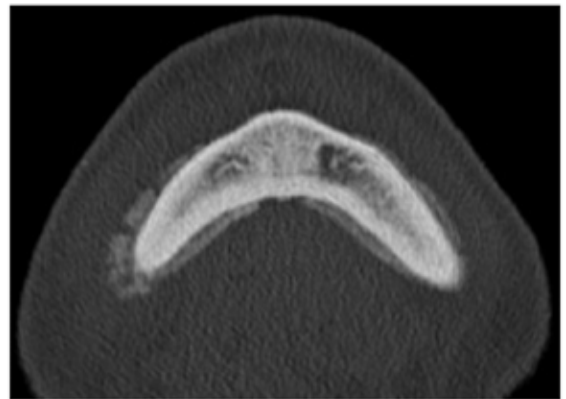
Tomografia Computadorizada osteonecrose em mandíbula*
